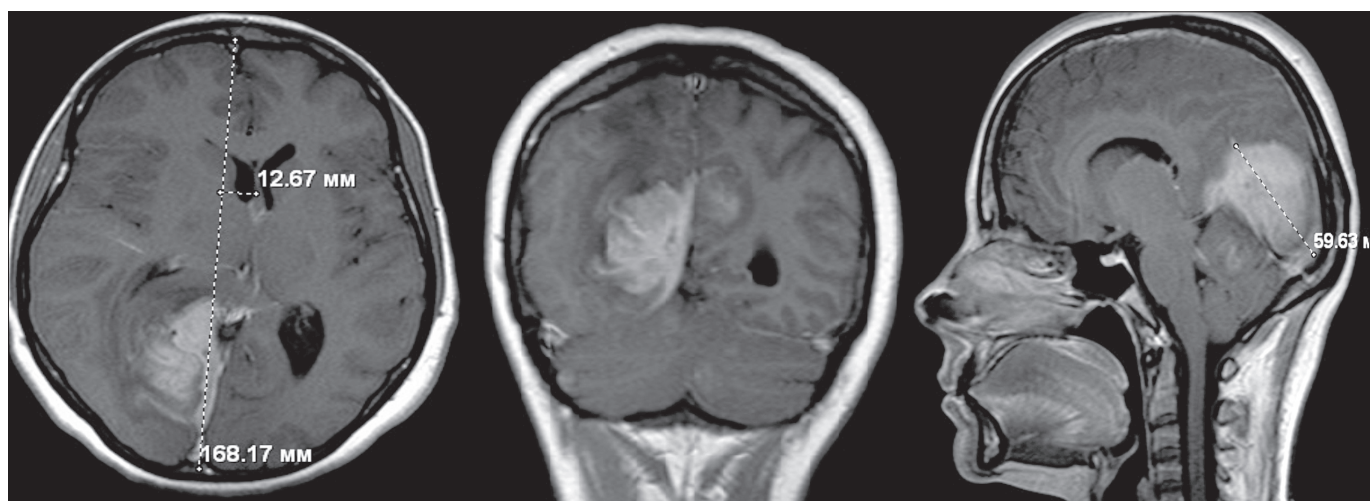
МРТ головного мозга с контрастированием больной П. до химиолучевого лечения (клинический пример № 1).
